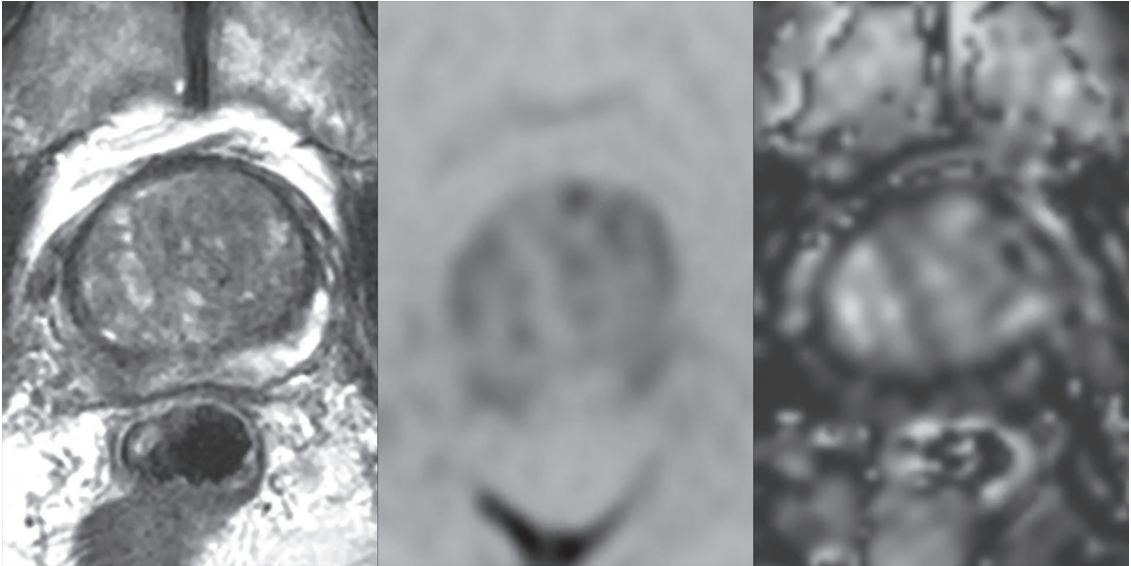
60歳台男性 3.0テスラMRIで撮像されたmultiparametric MRIの1例
